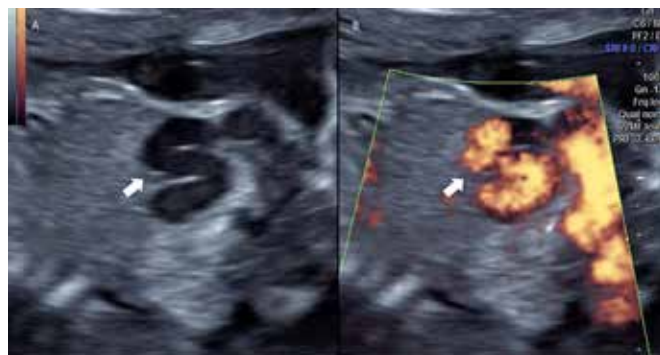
En la imagen, la flecha gruesa representa la vena umbilical intraabdominal, tortuosa, dilatada, que drena en la vena ilíaca derecha. Detalle en modo B a la izquierda (A) y Power Doppler (B) a la derecha.
